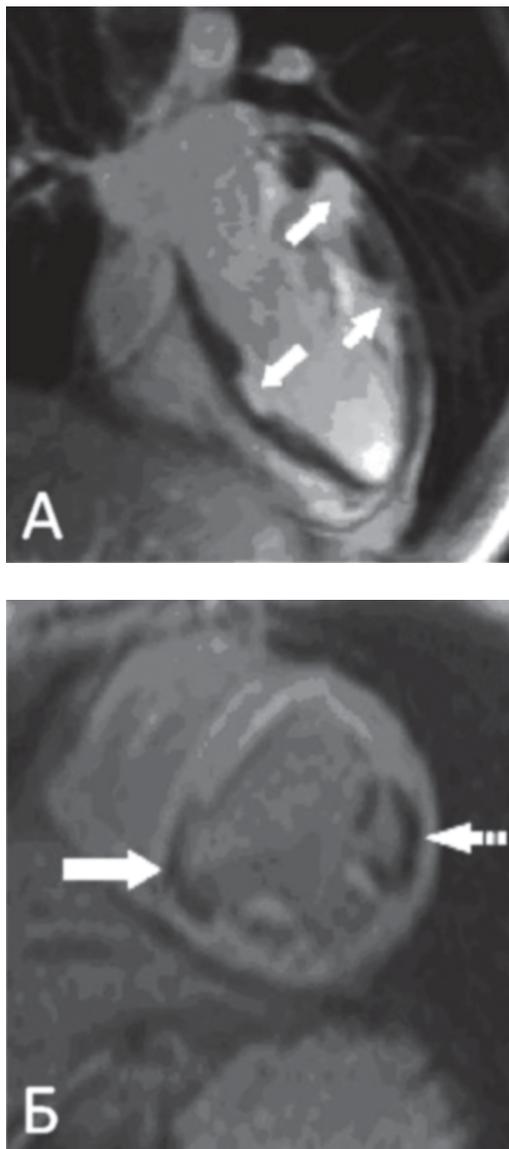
МРТ сердца с контрастным усилением. Косая проекция через 6-й и 9-й сегменты ЛЖ по длинной оси (А). В 6-м и 9-м сегментах ЛЖ визуализируется сформированные ВД (стрелки), а 12-м сегменте – несформированный ВД (пунктирная стрелка). Проекция по короткой оси ЛЖ в среднем отделе (Б). В 9-м сегменте ЛЖ визуализируется фиброзная стенка ВД (стрелка). В 12-м сегменте истончения стенки ЛЖ не выявлено, однако визуализируются аналогичные фиброзные изменения миокарда (пунктирная стрелка)
